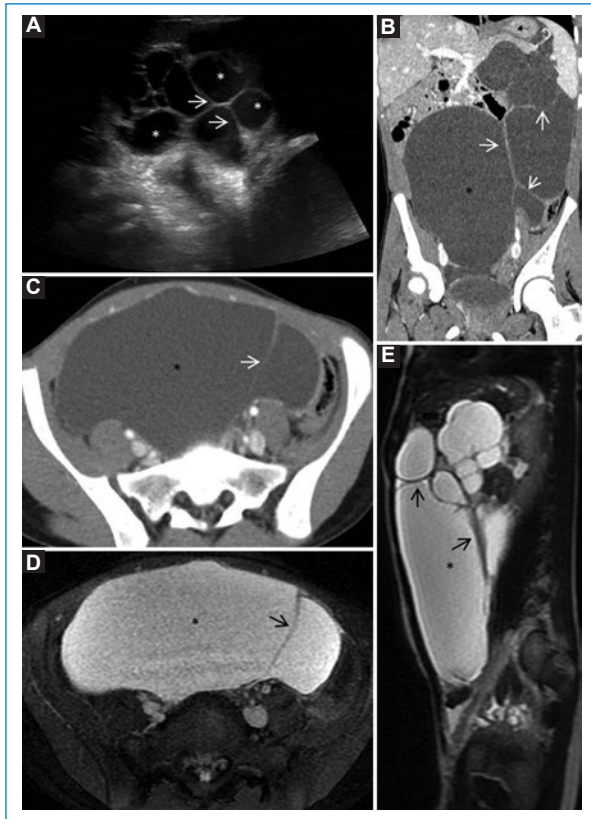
Malformación linfática. A: la ecografía abdominal muestra una tumoración quística (asterisco) polilobulada y multiseptada (flecha), que ocupa la práctica totalidad de la cavidad abdominal y pélvica. La TC abdominopélvica con contraste intravenoso en coronal (B) y axial (C) muestra la extensa ocupación de la tumoración quística con septos en su interior. En la RM, en las secuencias axial 2D FIESTA FAT SAT (D) y sagital SSFSE (E) es hiperintensa, sin focos sólidos.
